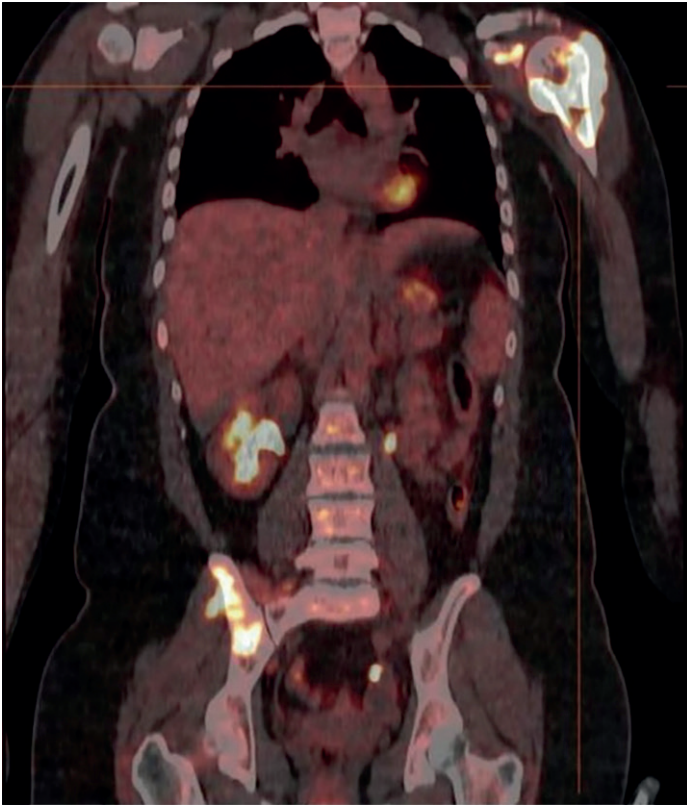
Estudio de extensión mediante PET-TAC de tórax y abdomen. Se objetivan lesiones hipermetabólicas y afectación de partes blandas adyacentes, así como adenopatías axilares izquierdas sugestivas de malignidad.
